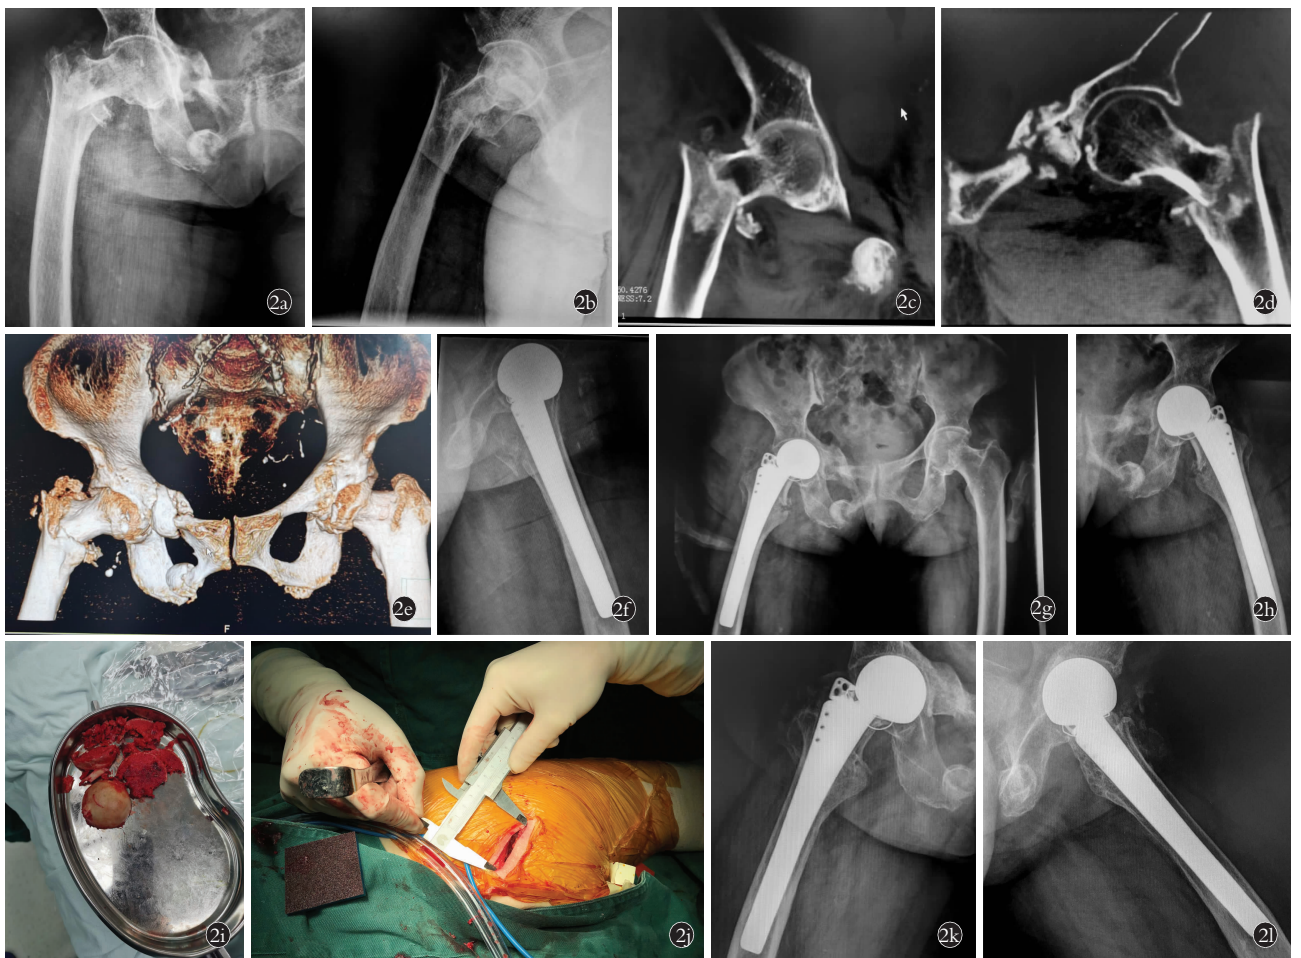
患者,女,84 岁,股骨转子间粉碎性骨折(Evans IV 型) 2a,2b. 术前右股骨正侧位 X 线示股骨转子间粉碎性骨折 2c,2d,2e. 右髋部 CT 示骨折线波及大小转子,大转子粉碎 2f,2g,2h. 微创股骨头置换术后右股骨正侧位及骨盆正位 X 线片 2i. 术中分次取出的股骨头 2j. Superpath 手术切口 2k,2l. 术后 1 年随访右股骨正侧位 X 线片
